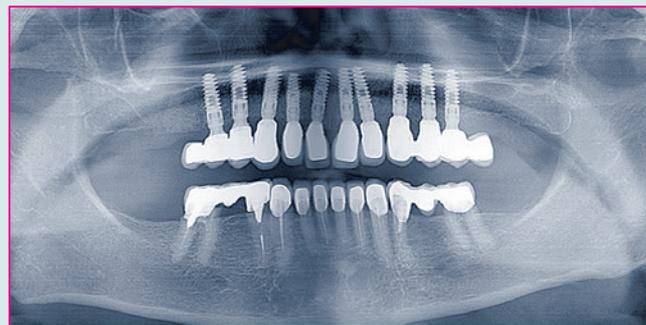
Röntgenkontrollaufnahme nach der Insertion. Beachten Sie das Knocheniveau um die Implantate.
